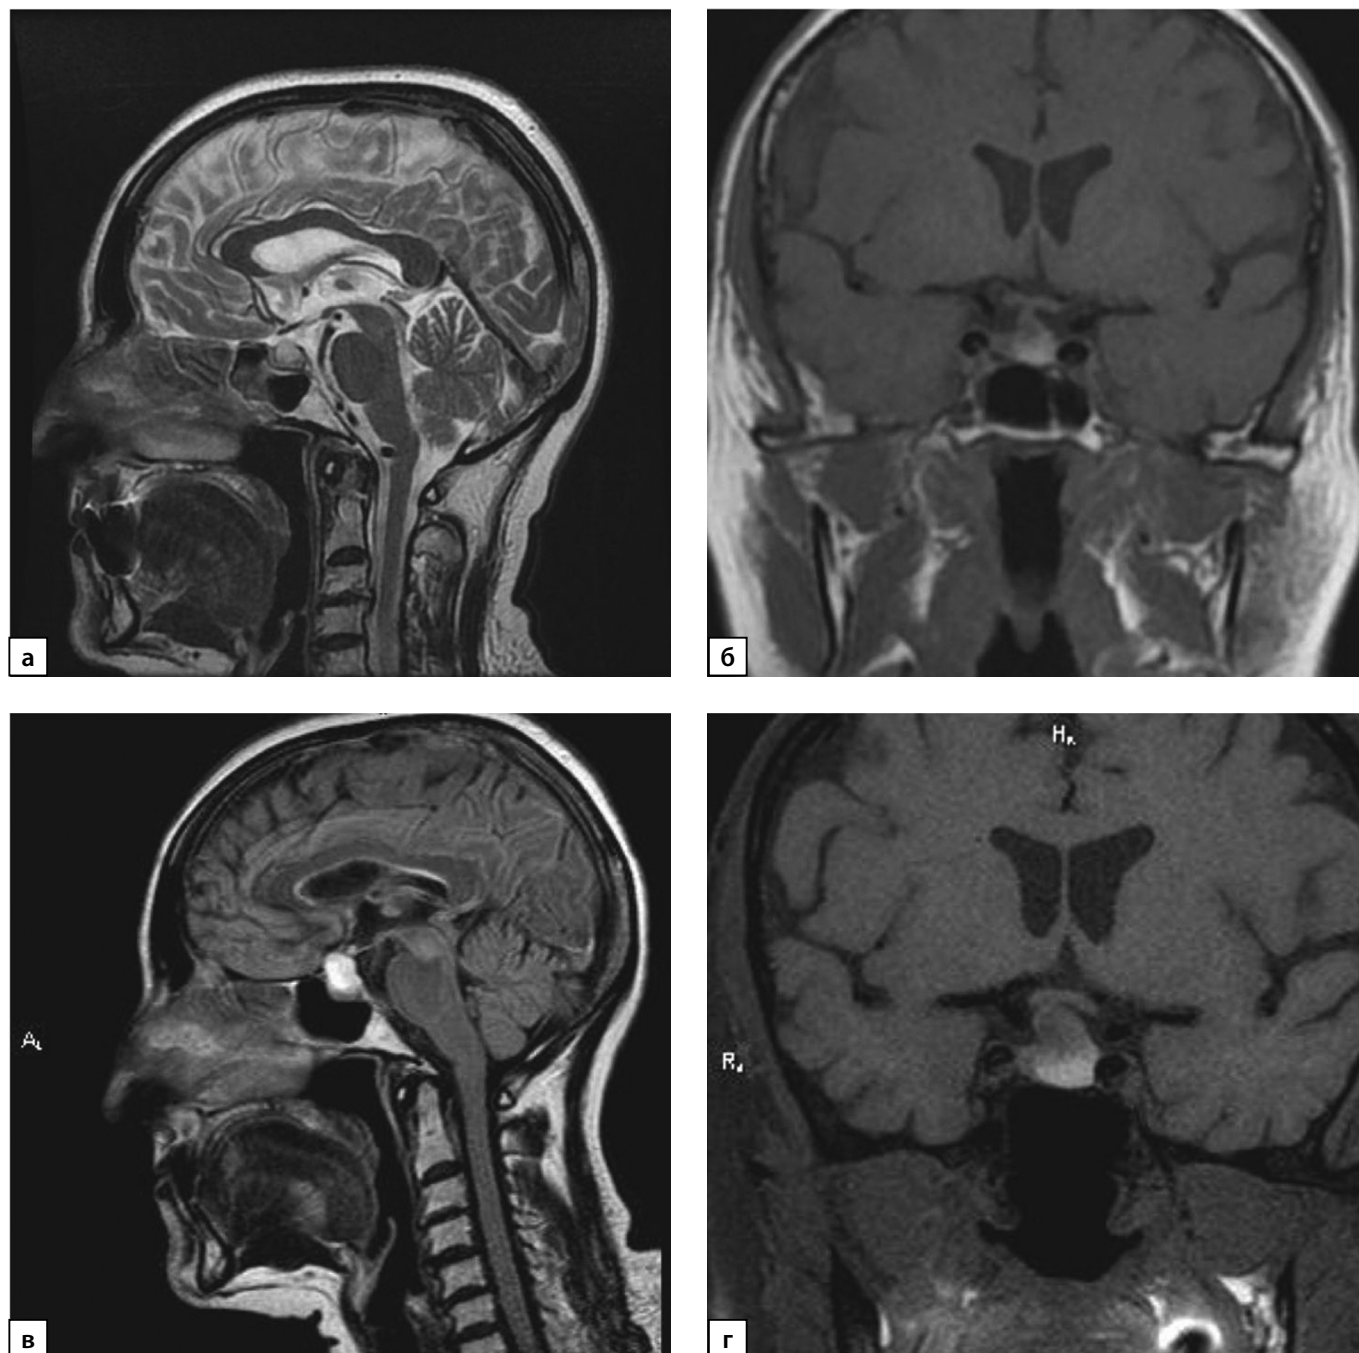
МРТ от 2019 г.: а) T2-ВИ, сагиттальный срез; б) T1-ВИ, корональный срез. МРТ от 2021 г.: в) T2 FLAIR-ВИ, сагиттальный срез; г) T1-ВИ, корональный срез.
